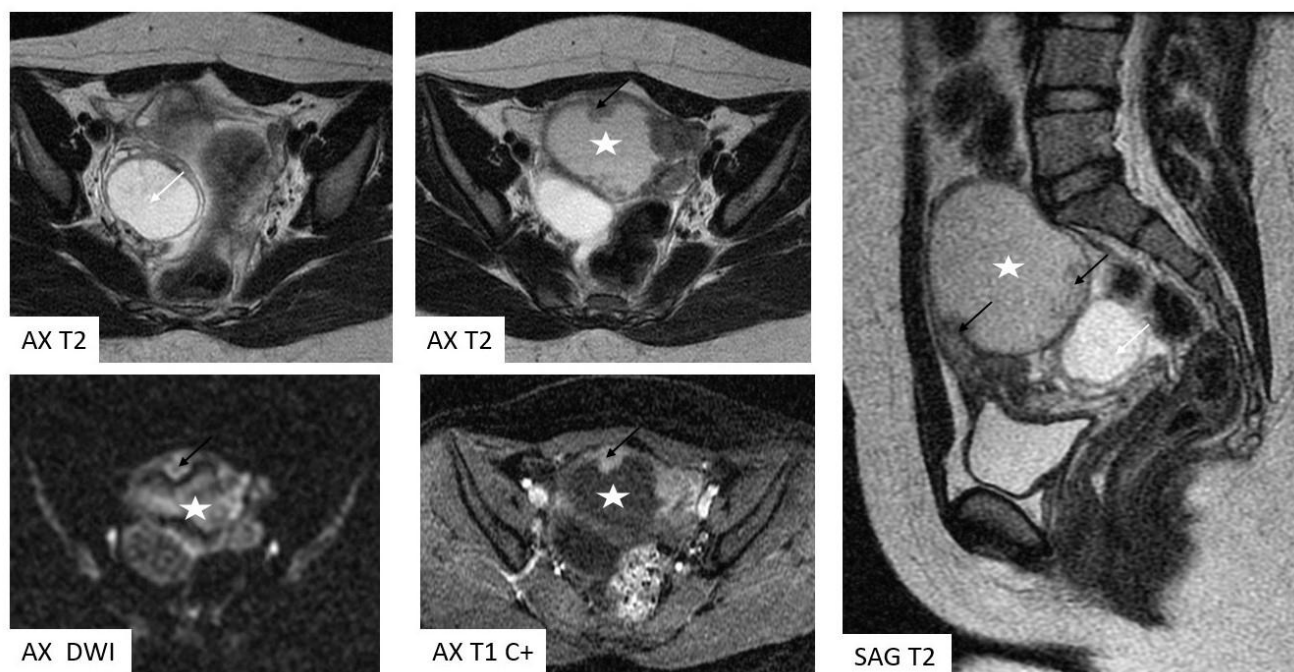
IRM pelvienne montrant une lésion ovarienne gauche (étoile) en hypersignal T2 impur hypo signal T1, contenant quelques végétations (flèche noire) dont une mesurant 2 cm de grand axe, en hypersignal T2, restrictive en diffusion et qui se rehausse après injection (courbe type 2) évoquant une tumeur séreuse borderline, et une autre lésion ovarienne droite simple (flèche blanche).
